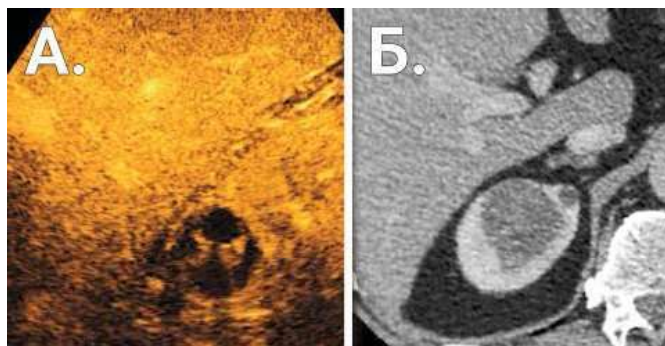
Крупная киста верхнего полюса правой почки при компьютерной томографии с контрастированием и при УЗИ с эхоконтрастированием. А – при эхоконтрастировании хорошо дифференцируются внутренние перегородки в кисте; Б – при компьютерной томографии отсутствие визуализации перегородок в кисте.
